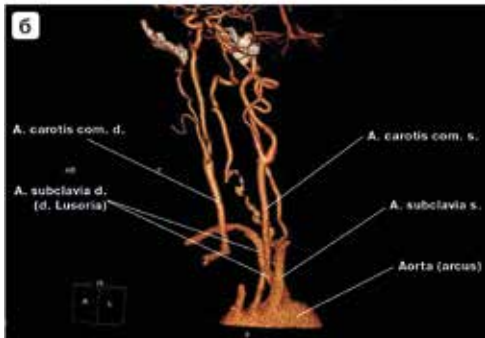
Результаты рентгенологического исследования: а – МСКТ расположения *a. lusoria*; б – компьютерная ангиография (вид спереди); в – компьютерная ангиография (вид сзади)
